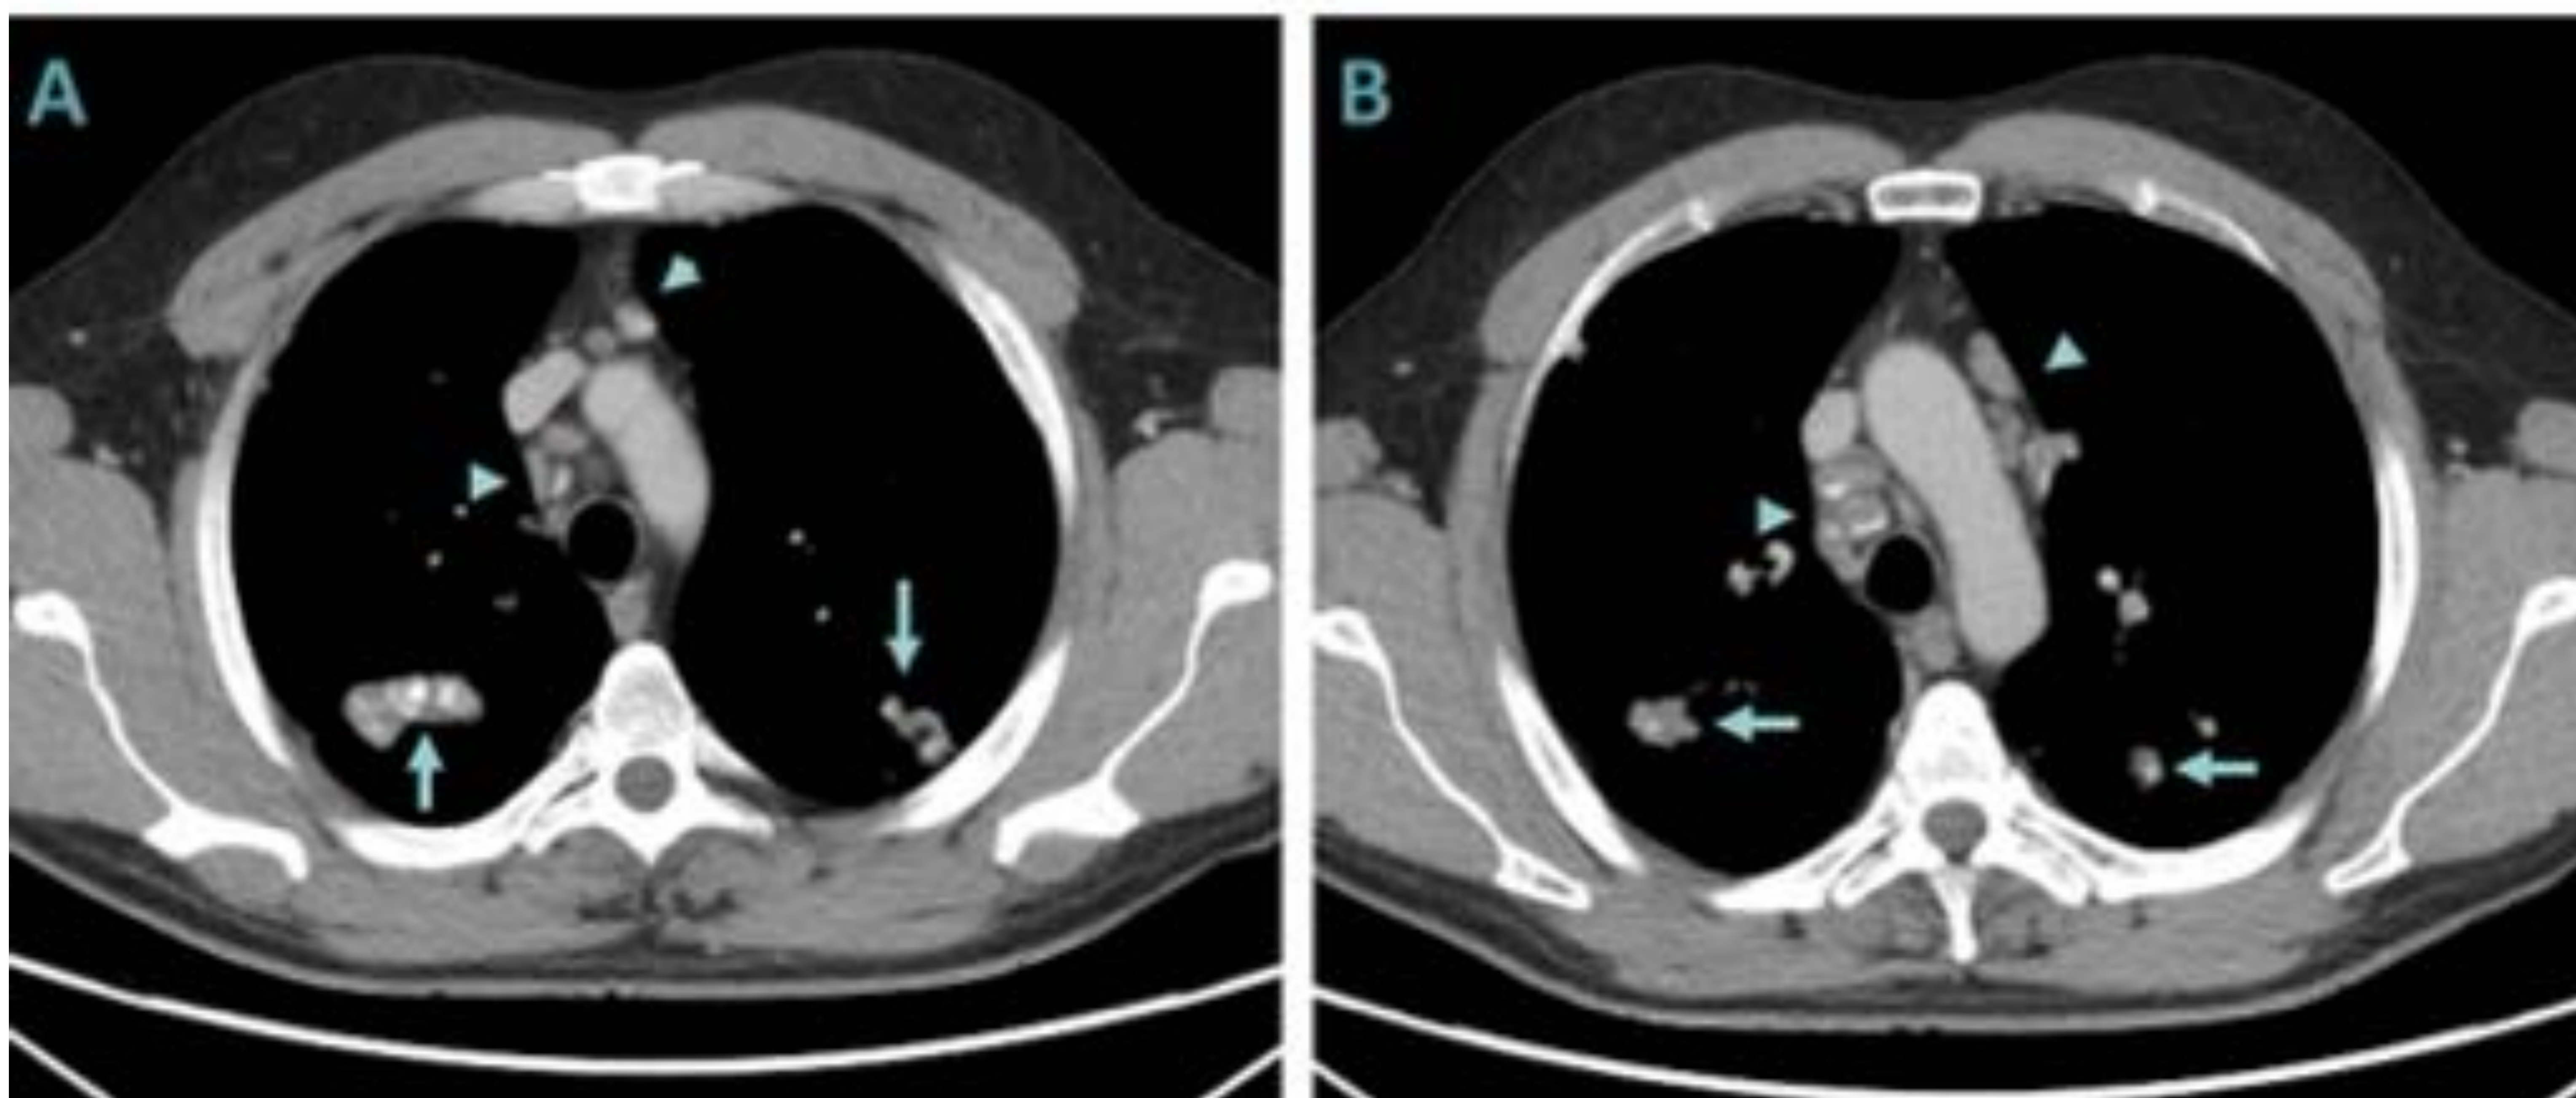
TC torácica de un paciente diagnosticado de sarcoidosis en el que observamos nódulos y masas con calcificaciones en su interior (flechas). También se aprecian adenopatías mediastínicas multinivel (cabeza de flecha).
